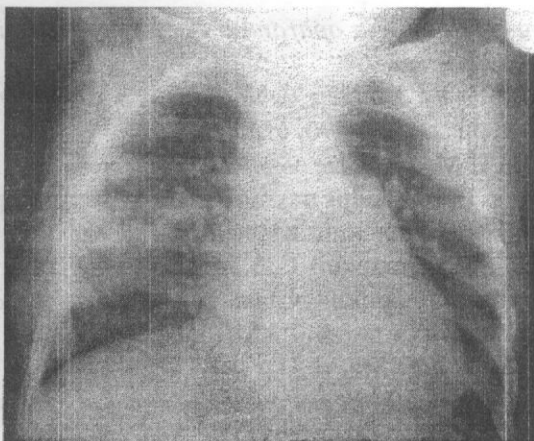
Radiografia postoperatorie a cutiei toracice.
